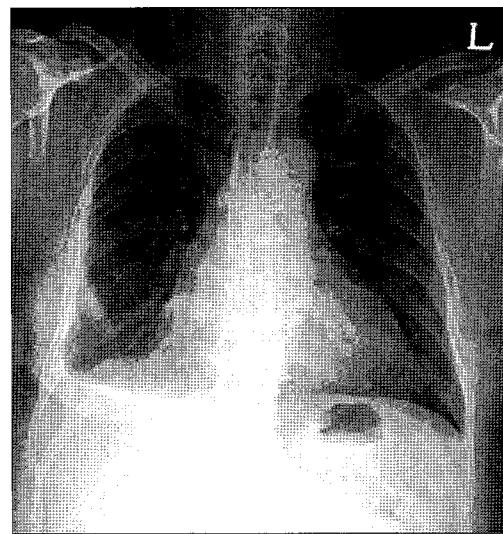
Postoperative chest radiography (8th postoperative day). This shows focal atelectasis on right lower lobe and pleural effusion in the right thoracic cavity.
